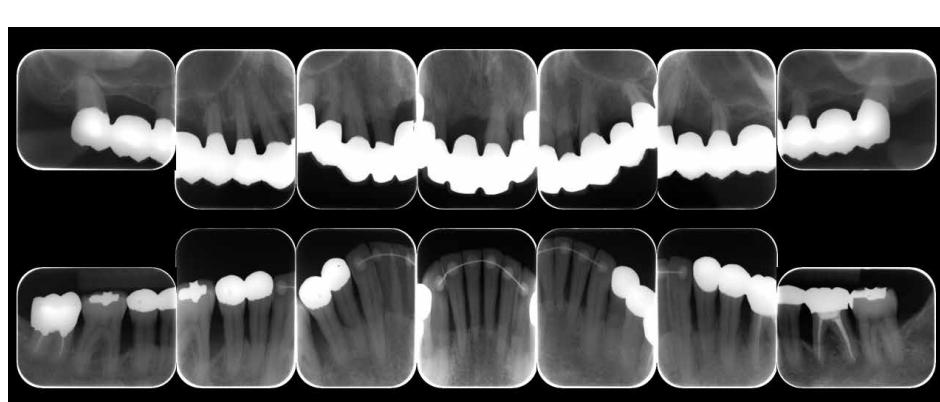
口腔機能回復治療終了後14枚法デンタルX線写真 (2013.4)
